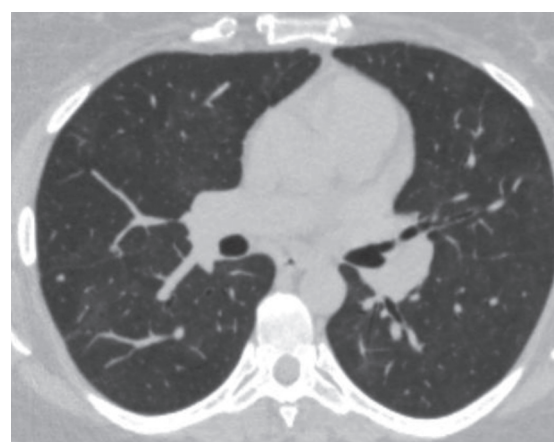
Больная С., 38 лет, КТ ОГК от 26.12.2015 г.
